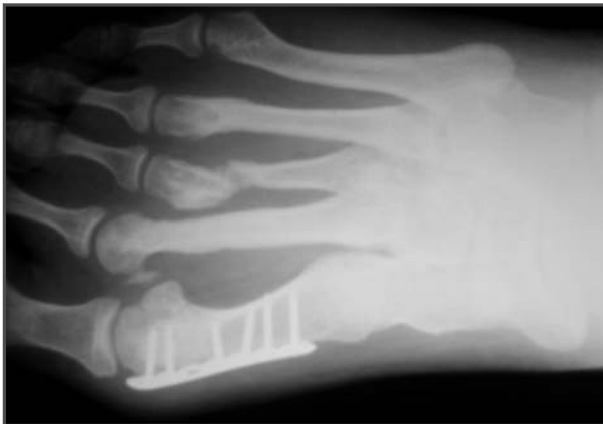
Radiografía realizada un año después la intervención.
